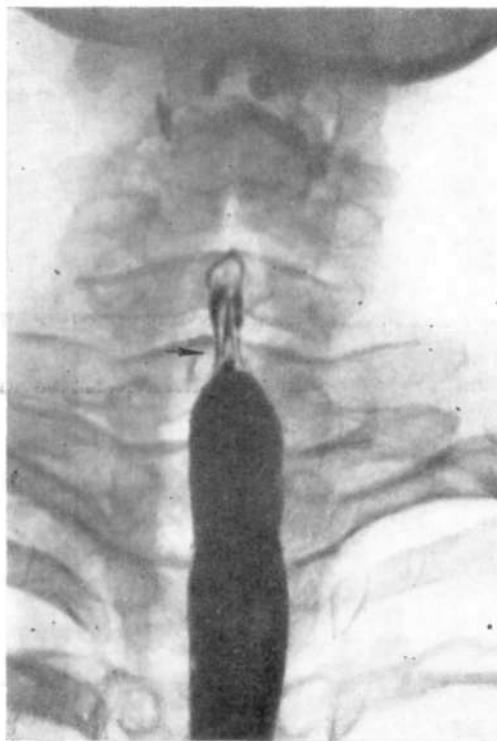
Рентгенограмма глоточно-пищеводного перехода после прохождения бариевого комка в прямой проекции.
